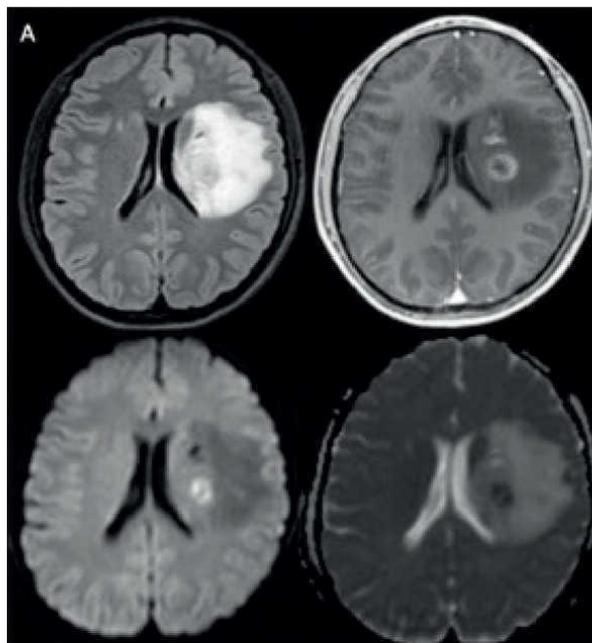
Estudio RMN en el que se muestra una lesión expansiva en zona talámica izquierda, sólida con cambios quístico-necróticas e hipercaptante. Presenta importante efecto de masa y edema perilesional. Las dos imágenes superiores corresponden con RMN potenciada en Flair y T1. Las dos inferiores son imágenes ponderadas en DWI y ADC (Okuma C, et al. 2017).
